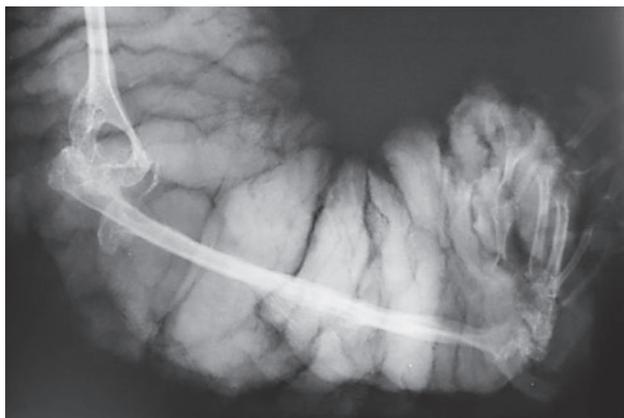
Рентгенограмма препарата левой верхней конечности
